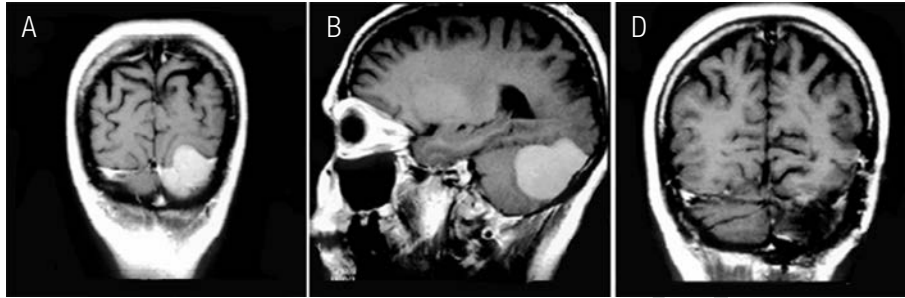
Caso ilustrativo 1. Uma paciente de 45 anos apresentou história subaguda de cefaleia, ataxia e diplopia. A ressonância magnética [imagens coronal (A) e sagital (B)] demonstrou uma lesão expansiva supra e infratentorial esquerda, compatível com meningioma tentorial do tipo 6 de Yasargil. A paciente foi submetida à cirurgia com o acesso combinado occipital-suboccipital com ressecação completa da lesão. O exame de imagem realizado aos 8 meses de pós-operatório não revela recidiva da lesão (C). Todas as imagens são seqüências de ressonância magnética ponderadas em T1 com gadolínio. (Adaptada com permissão de Castro ID, Christoph DH, Landeiro JA.⁵)
